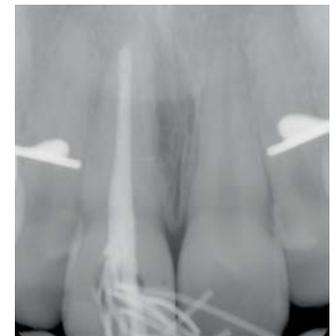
Röntgenkontrolle der Wurzelkanalfüllung in lateraler Kondensationstechnik
